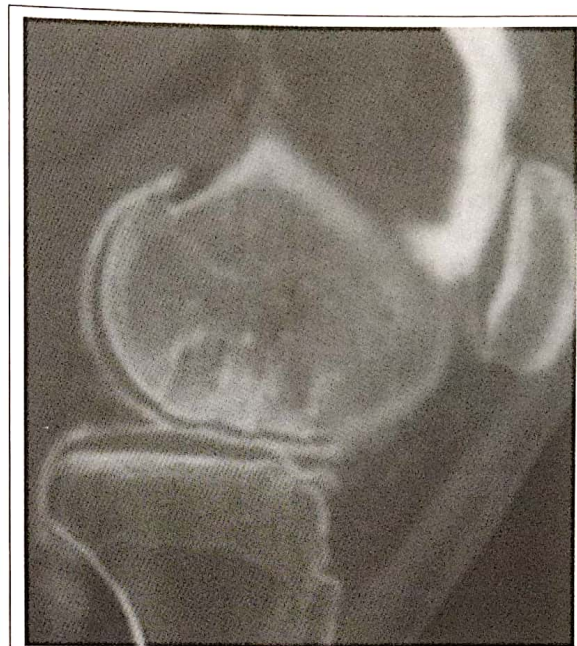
Arthro TDM de contrôle d'une "Mosaicplasty" à un recul de 2 ans
